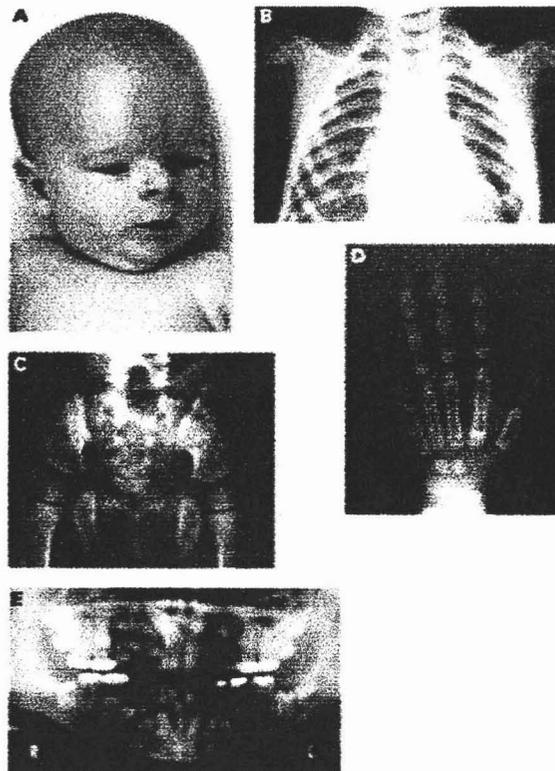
A) Características Faciales, B) Radiografía torácica, C) Radiografía Pelvica, D) Radiografía Carpal, E) Ortopantomografía
